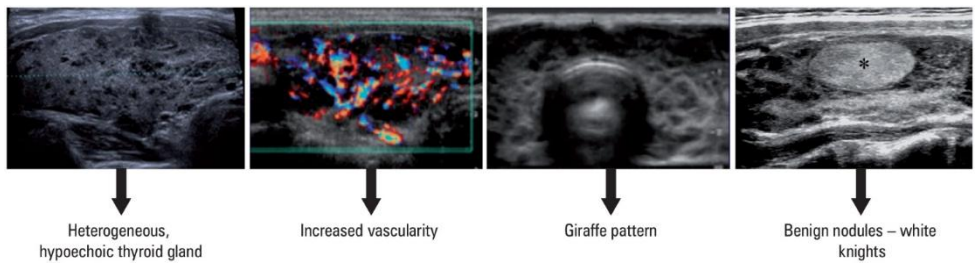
Aspetto ecografico della tiroidite di Hashimoto
